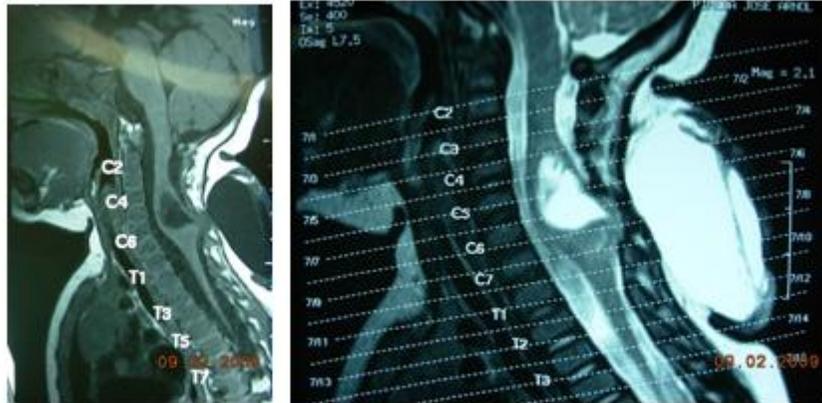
Resonancia magnética de región cervical en fase T1 y T2
